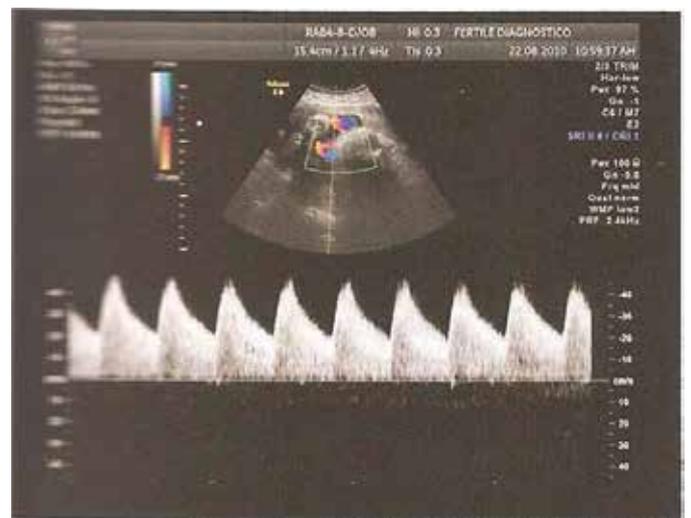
Doppler artéria cerebral média
